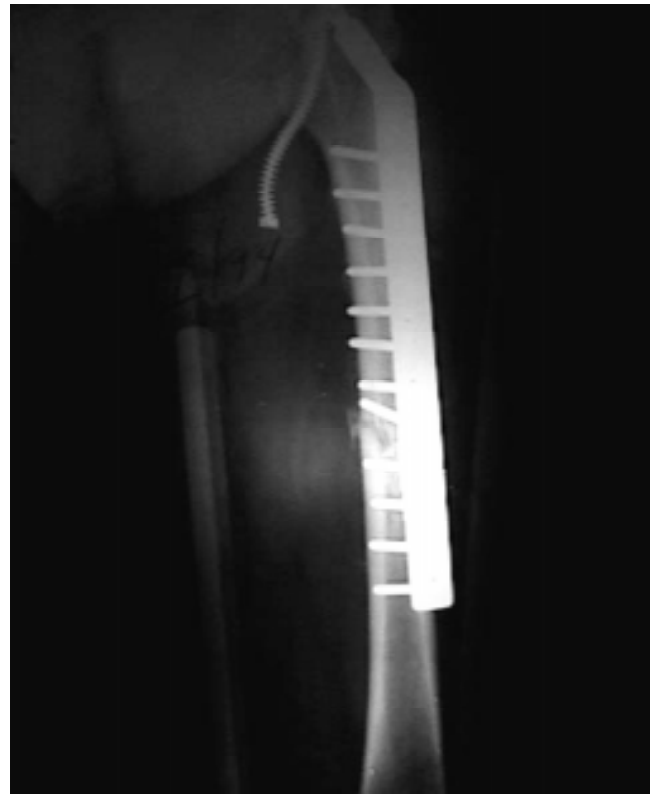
Radiografía anteroposterior de fémur izquierdo con clavo-placa DHS. Posoperatorio inmediato 4/dic/93.
